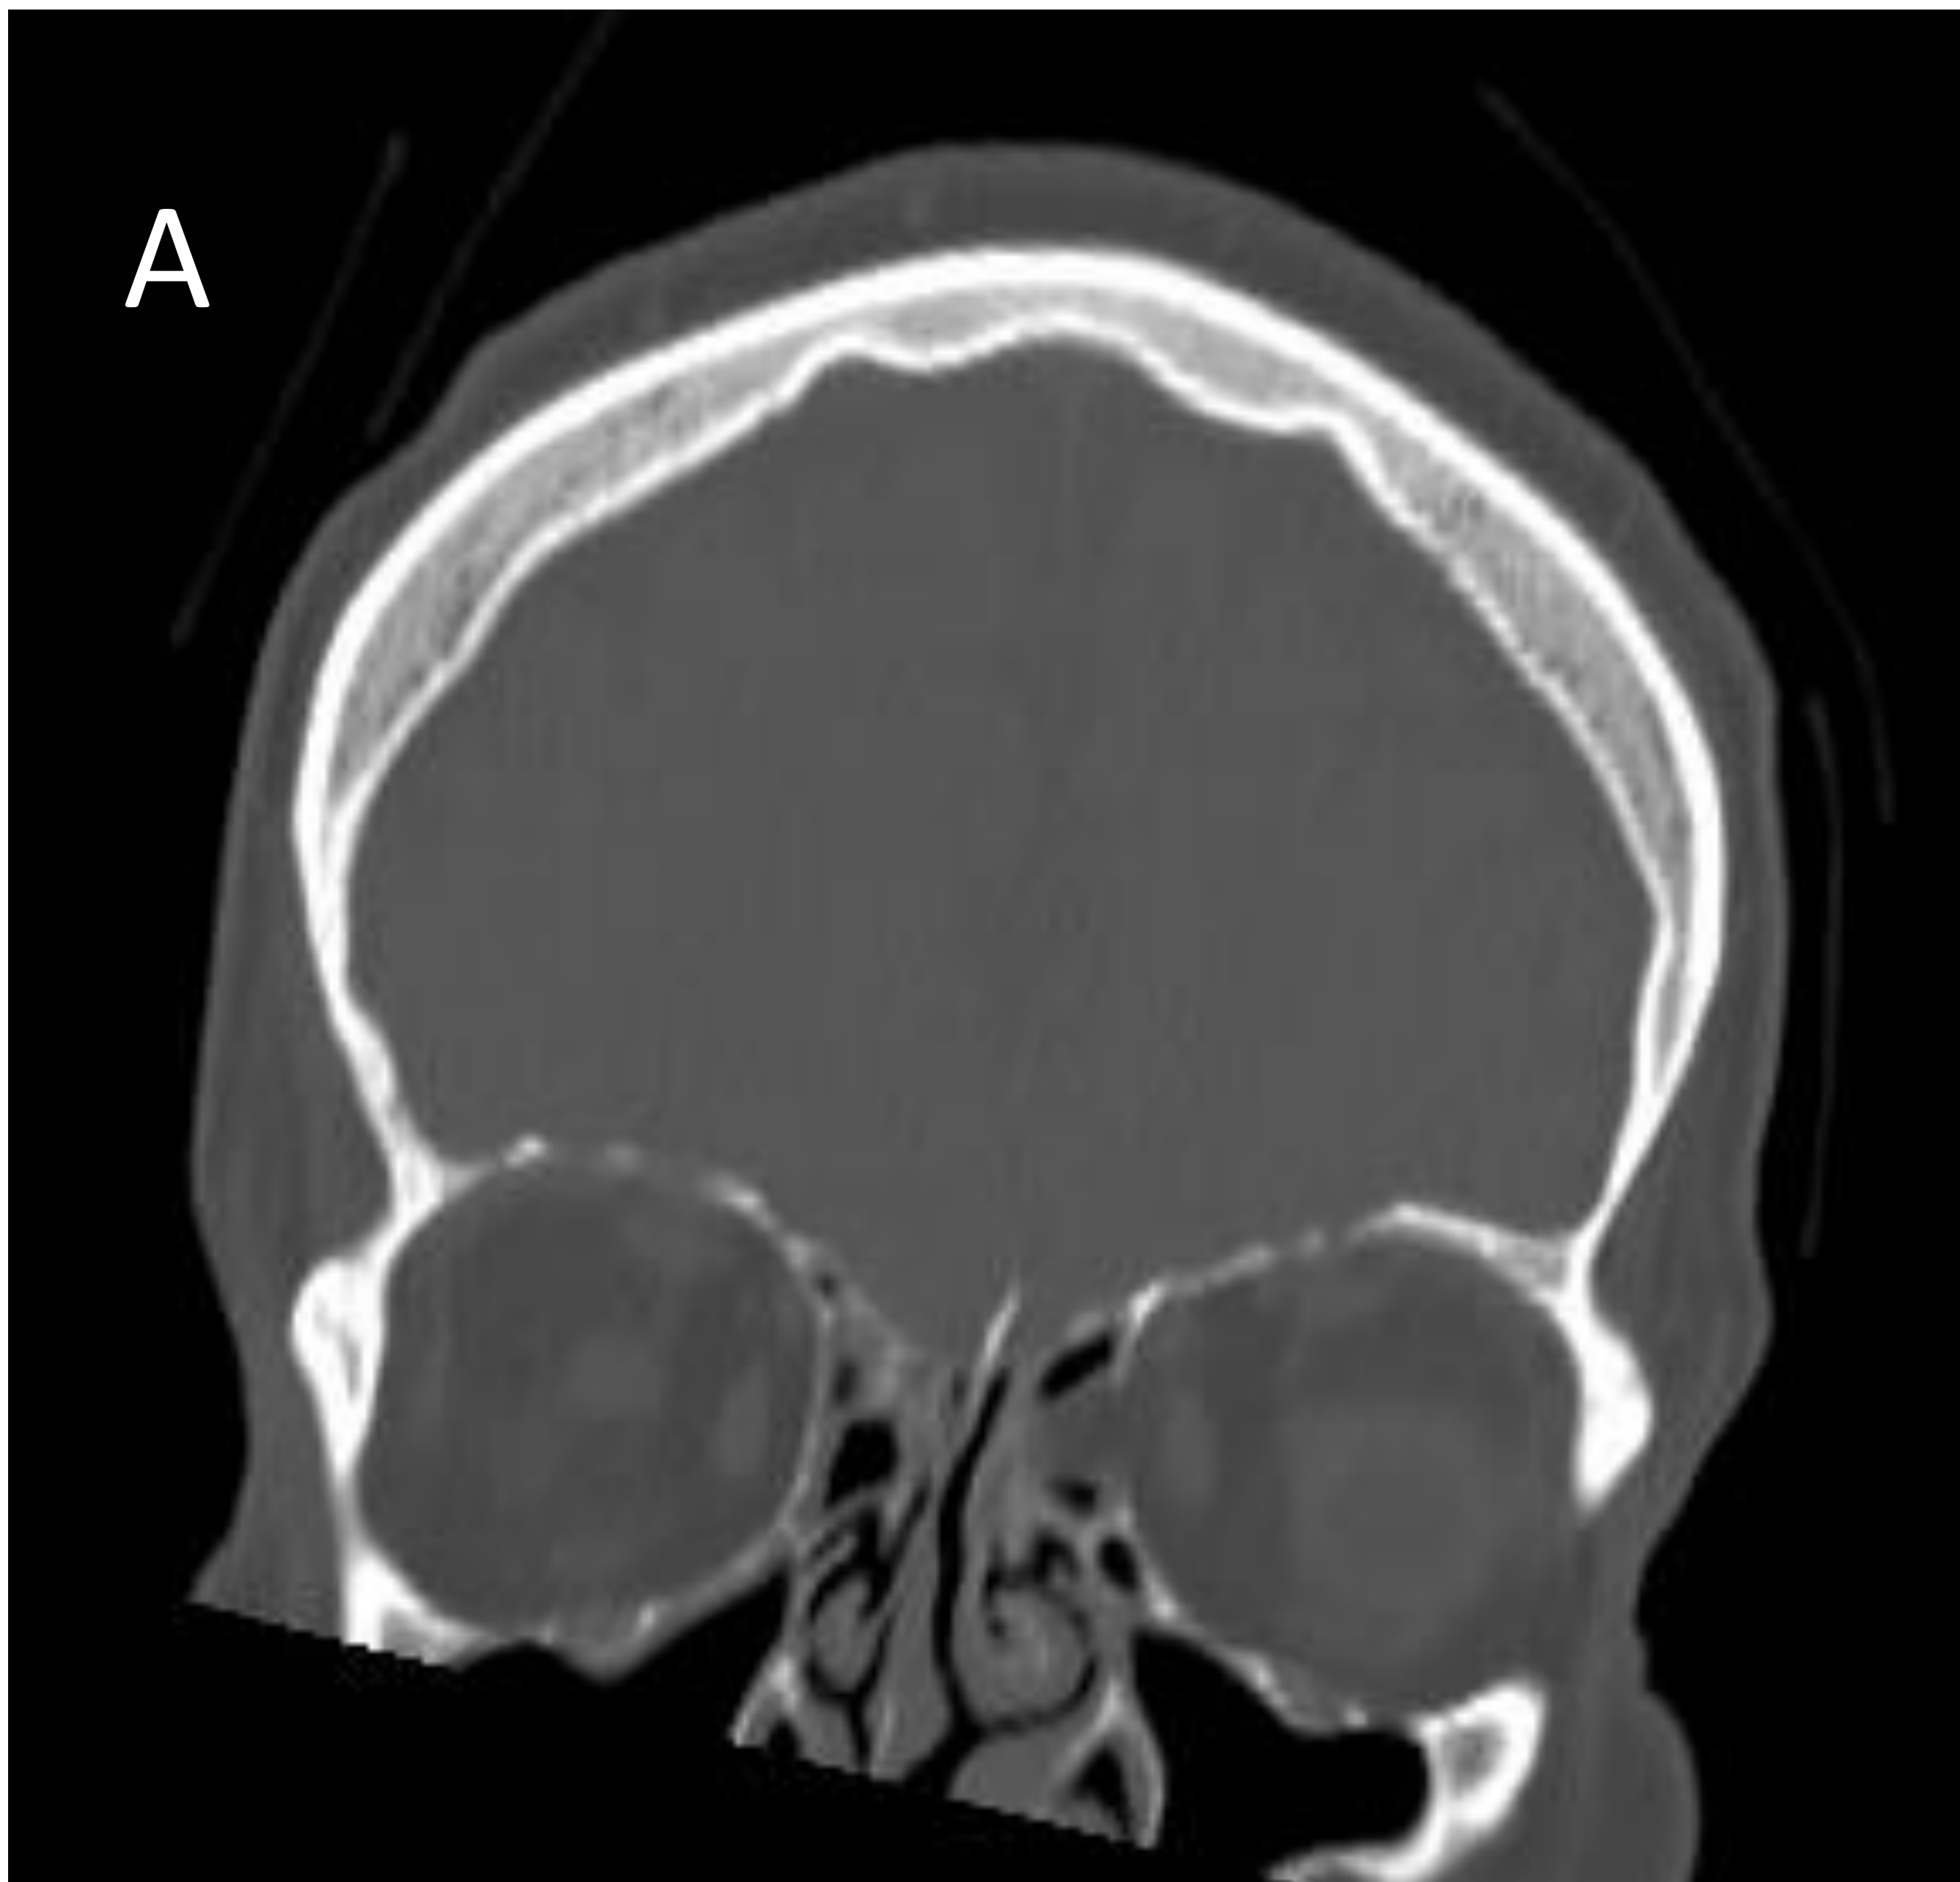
Imagen coronal (A) y axiales (B y C) de TC sin contraste. Se observa fractura con mínima angulación (flecha) del techo de la órbita izquierda. Asocia hematoma periorbitario (imagen C)
